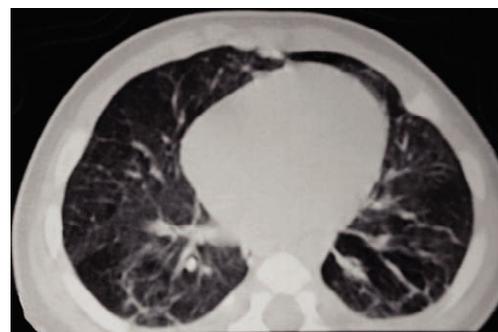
TC pulmonar de alta resolución en un caso de glucogenosis intersticial pulmonar: imágenes parcheadas en vidrio deslustrado con tractos periféricos bilaterales.
